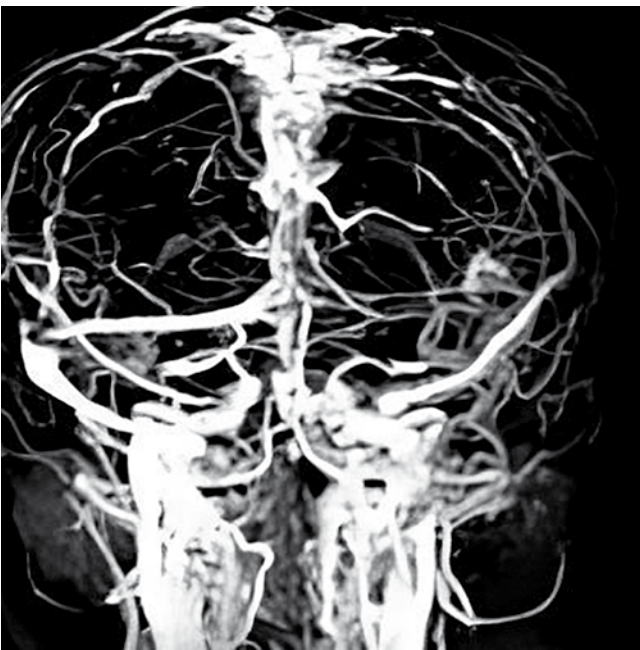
Venorresonancia: Trombosis del seno transverso y longitudinal superior.
